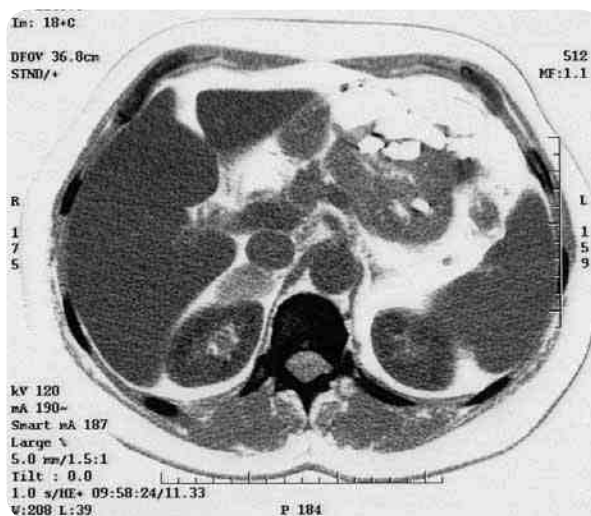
Компьютерная томограмма. Кортикостерома правого надпочечника
